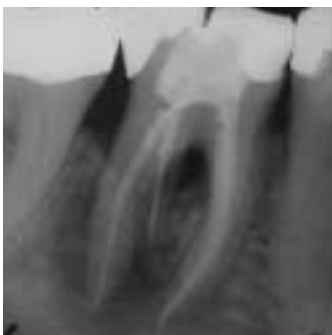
präoperatives Röntgenbild
